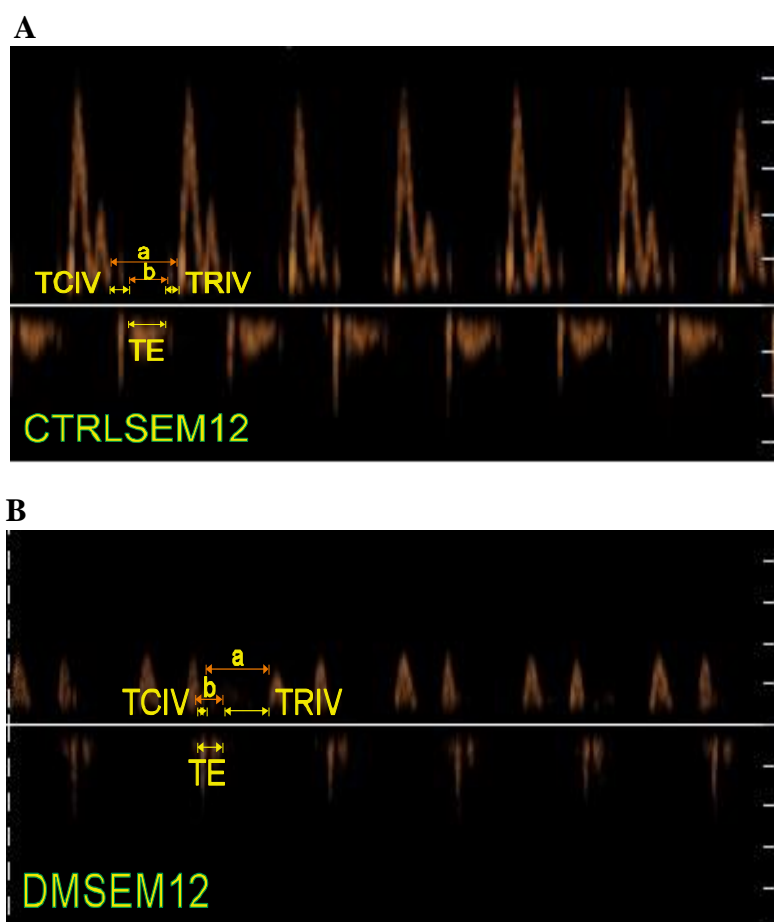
Flujo de la válvula mitral obtenido mediante Doppler pulsado e índice de Tei. Imagen representativa en semana 12 del grupo control (A) y del grupo diabético (B). Se puede observar el incremento del índice de Tei (IC), en el grupo DM ausente en el grupo CTRL. TCIV: tiempo de contracción isovolumétrica, TRIV: tiempo de relajación isovolumétrica y TE: tiempo de eyección.
